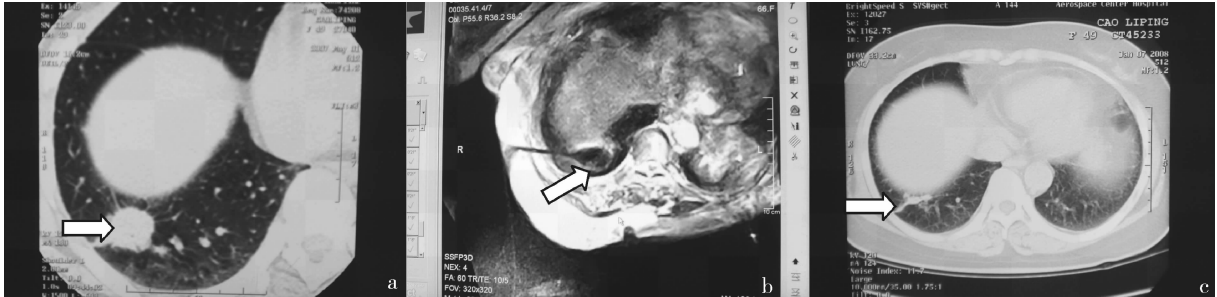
女,49 岁,术前 CT(a)提示右肺下叶后外基底段肺癌,直径 2.0 cm;手术中形成的冰球将肿瘤完全覆盖,冰球周边高信号为水肿带(b);术后 6 个月复查 CT(c)提示肿物残留线样组织
